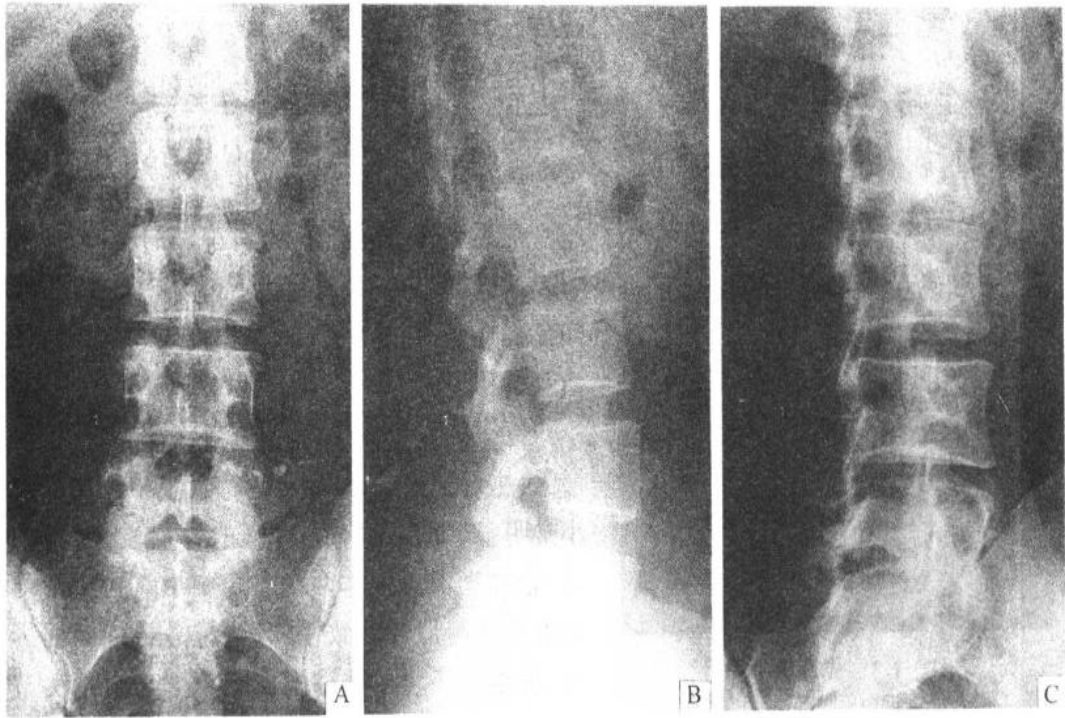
X线正常腰椎正位(A)、侧位(B)、斜位(C)
